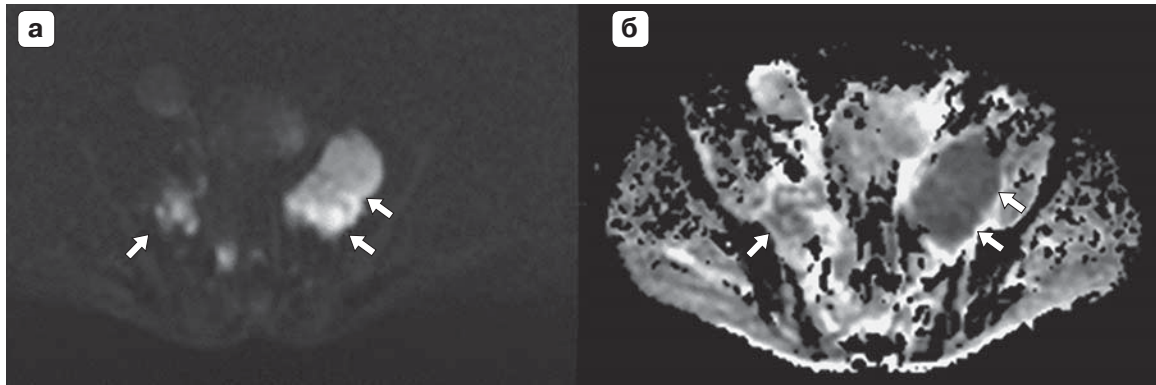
МР-изображение органов малого таза в аксиальной проекции. Рак шейки матки на стадии Т3. а – диффузионно-взвешенное изображение; б – ИКД-карта. Двусторонняя параметральная инвазия опухоли, более выраженная слева (стрелки).
